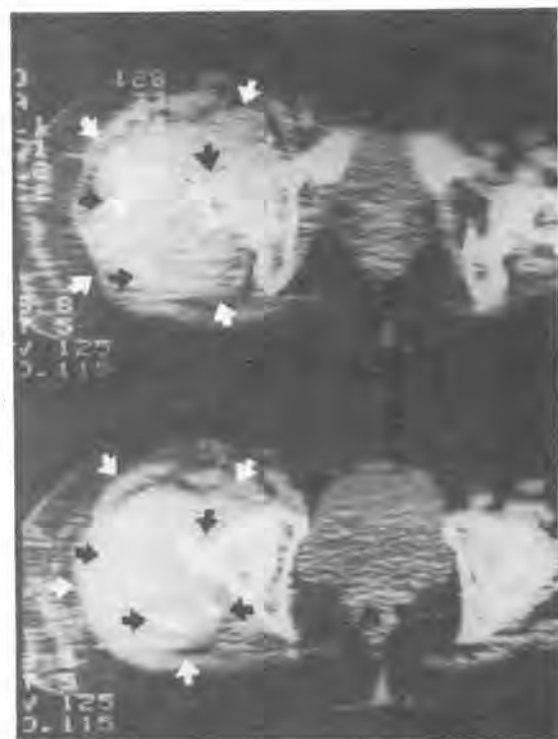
Tomografía computada: Arriba: corte que pasa por la parte inferior del cuello femoral. La flecha negra vertical señala el cuello femoral y las horizontales fragmentos óseos inmersos en una gran masa ocupante de densidad homogénea, enmarcada por las flechas blancas. Abajo: corte que pasa por el centro de la cabeza femoral. Vale la misma leyenda del corte anterior.
